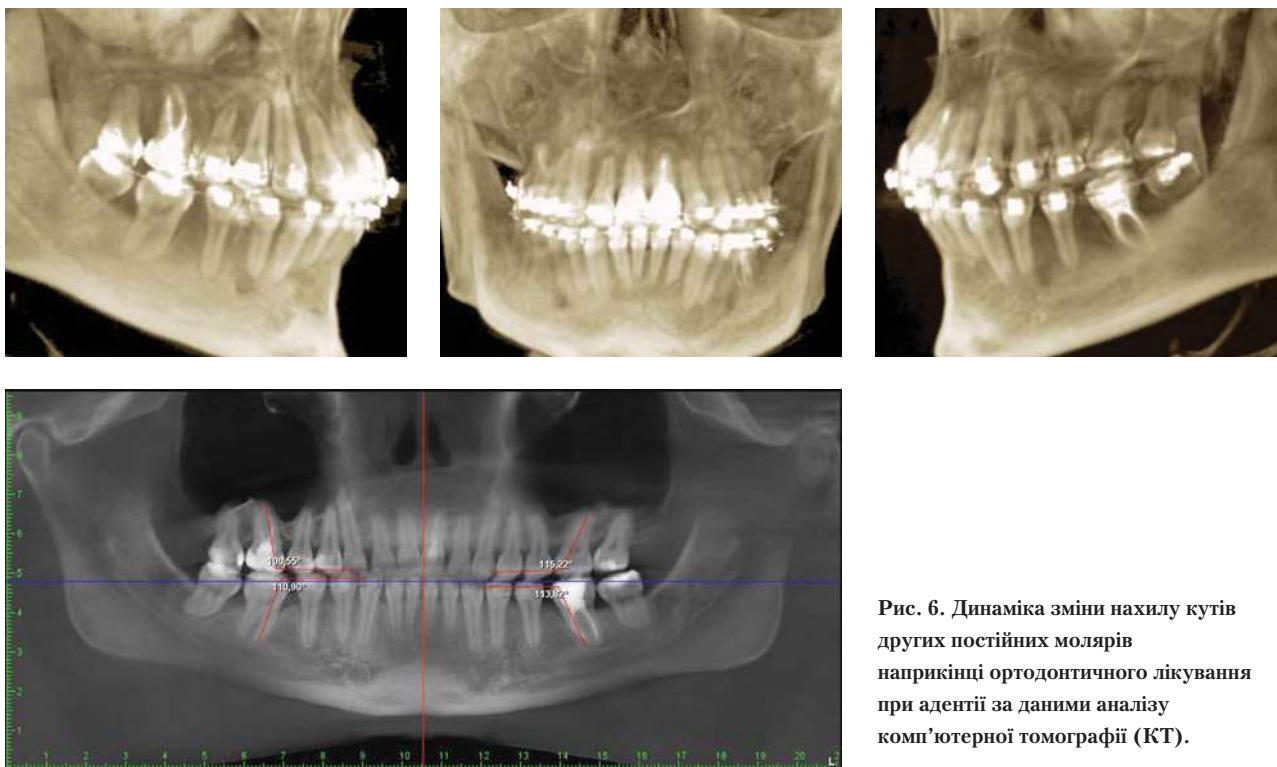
Динаміка зміни нахилу кутів других постійних молярів наприкінці ортодонтичного лікування при адентії за даними аналізу комп'ютерної томографії (КТ).
